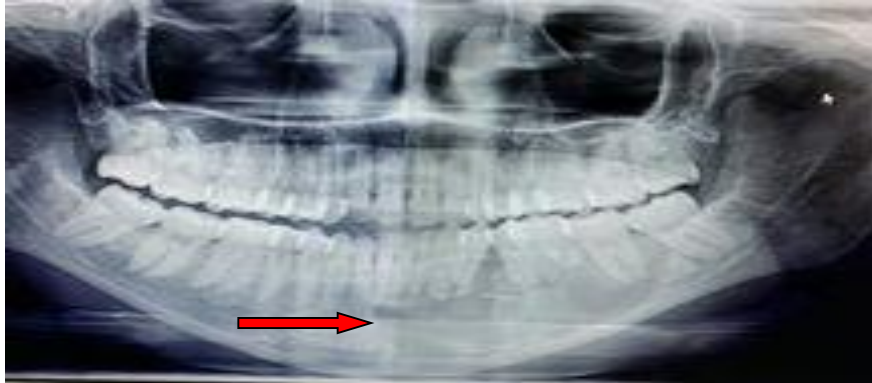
Ortopantomografía que muestra lesión radiolúcida multilocular desde 48-33.
